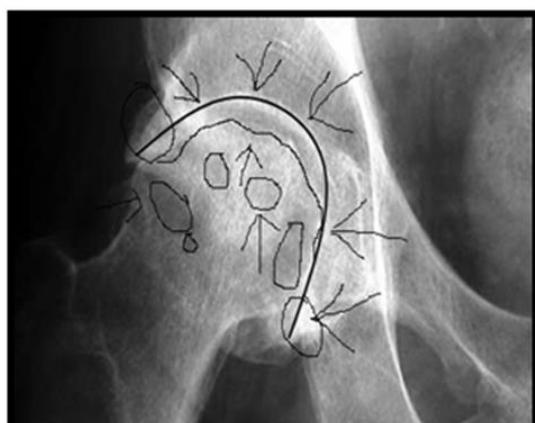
15. Radiografie șold- față- se observă multiple modificări degenerative cu deformarea capului femural.
